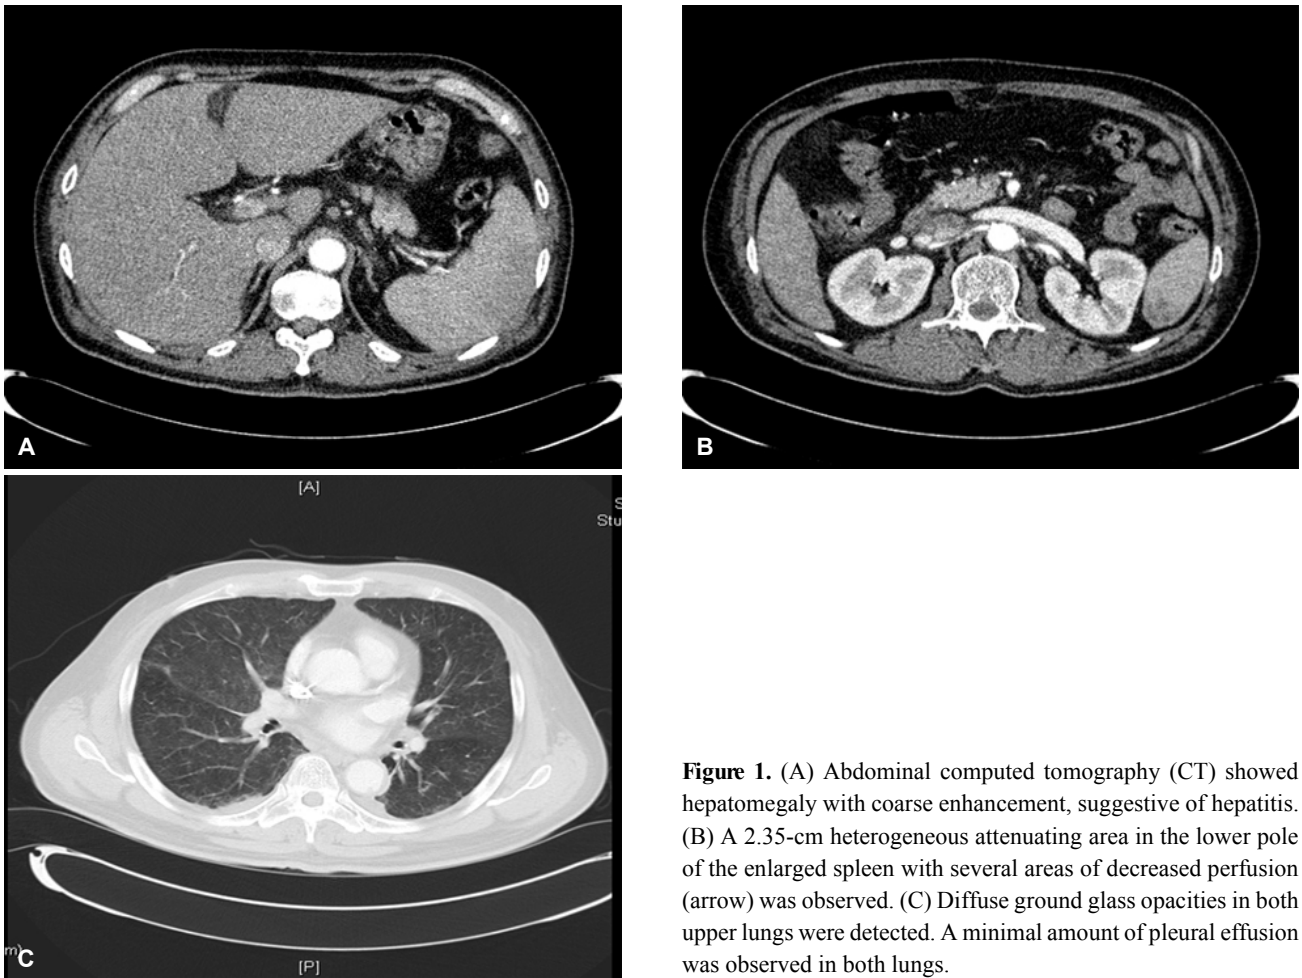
(A) Abdominal computed tomography (CT) showed hepatomegaly with coarse enhancement, suggestive of hepatitis. (B) A 2.35-cm heterogeneous attenuating area in the lower pole of the enlarged spleen with several areas of decreased perfusion (arrow) was observed. (C) Diffuse ground glass opacities in both upper lungs were detected. A minimal amount of pleural effusion was observed in both lungs.
